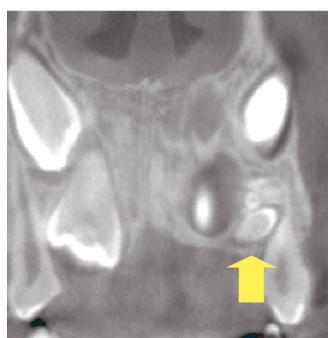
歯科用CT画像 (患児9歳2か月, 矢印は歯牙腫)
